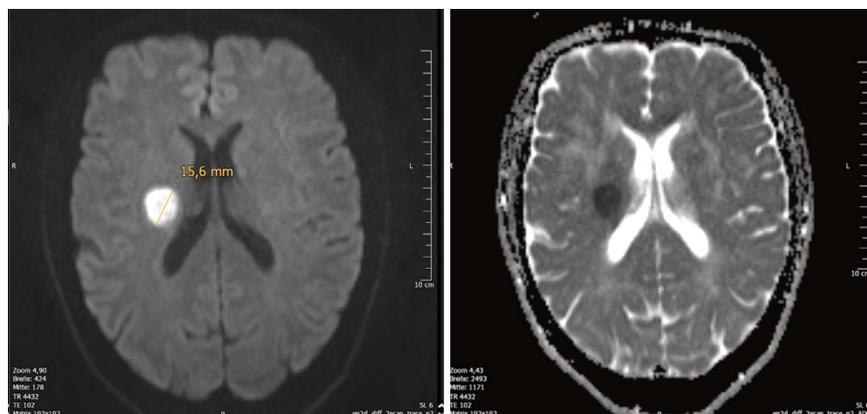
MRT von März 2022, DWI und ADC transversal
